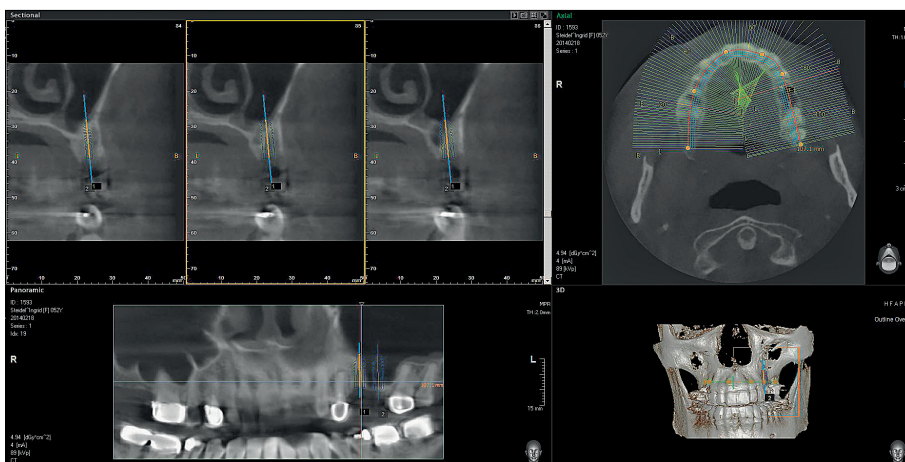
Cone-Beam-Computertomografie (CBCT) der Ausgangssituation und Backward Planning.
